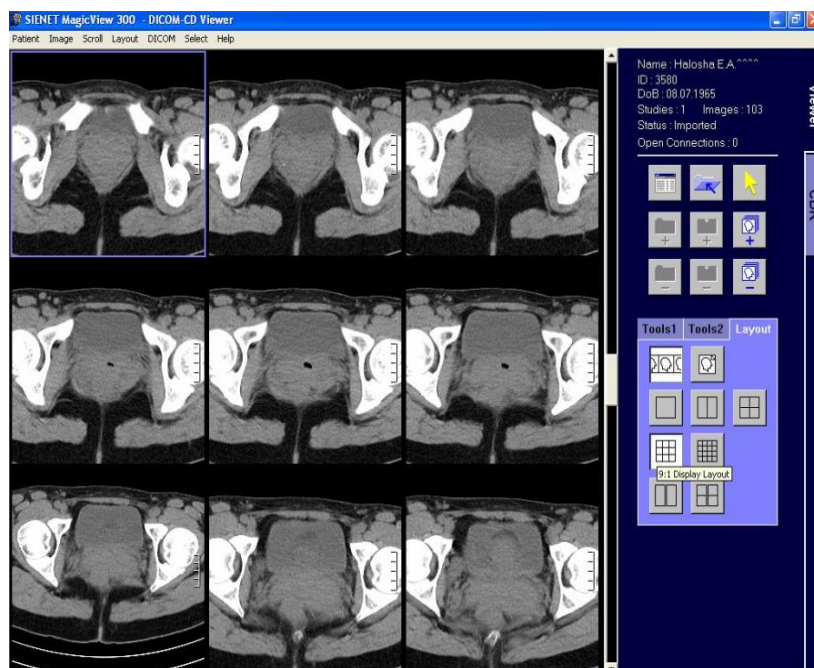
Томограма сечового міхура людини
